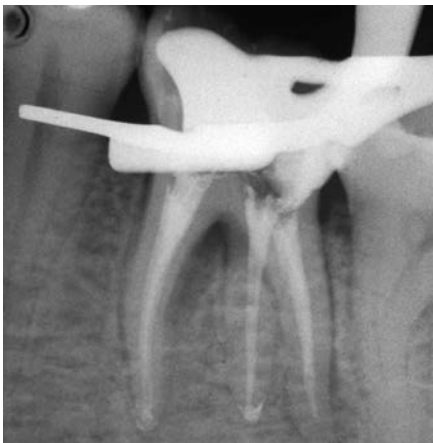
Caso 2: radiografia endorale periapicale postoperatoria di controllo
